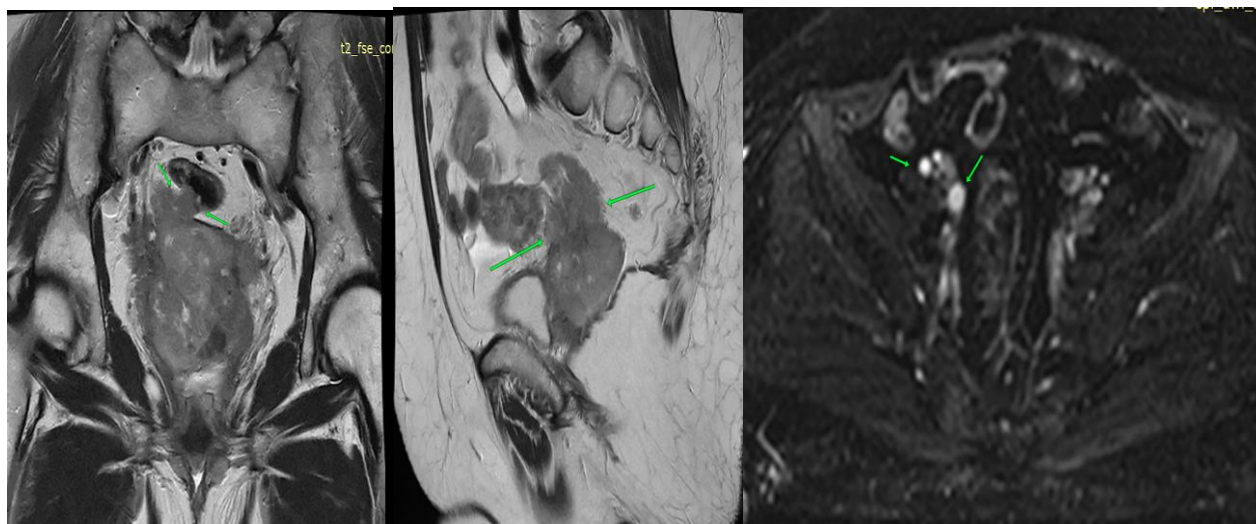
МРТ органов малого таза у больной с РШМ III ст. Cor T2, Sag T2 ВИ и Ax DWI, конгломерат увеличенных тазовых л/узлов
